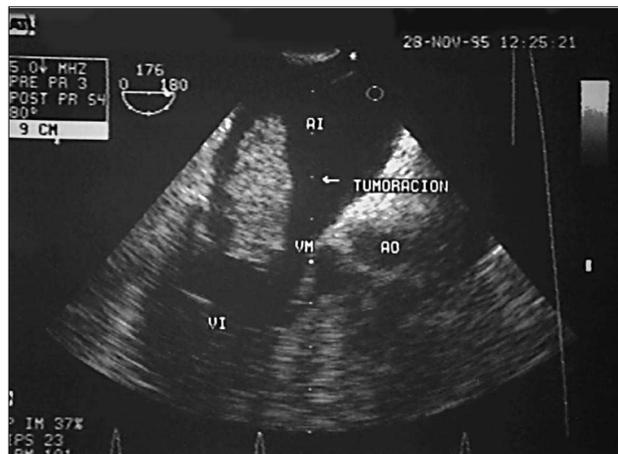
Ecocardiograma transesofágico. Fibroelastoma papilar en la aurícula izquierda.
